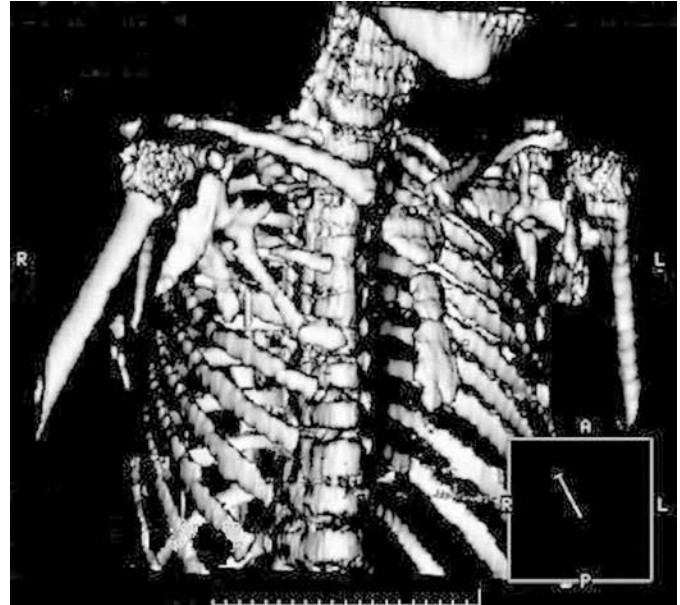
TC de tórax. Hueso ectópico con disposición acorde con las fibras musculares de los músculos pectorales de predominio derecho.
